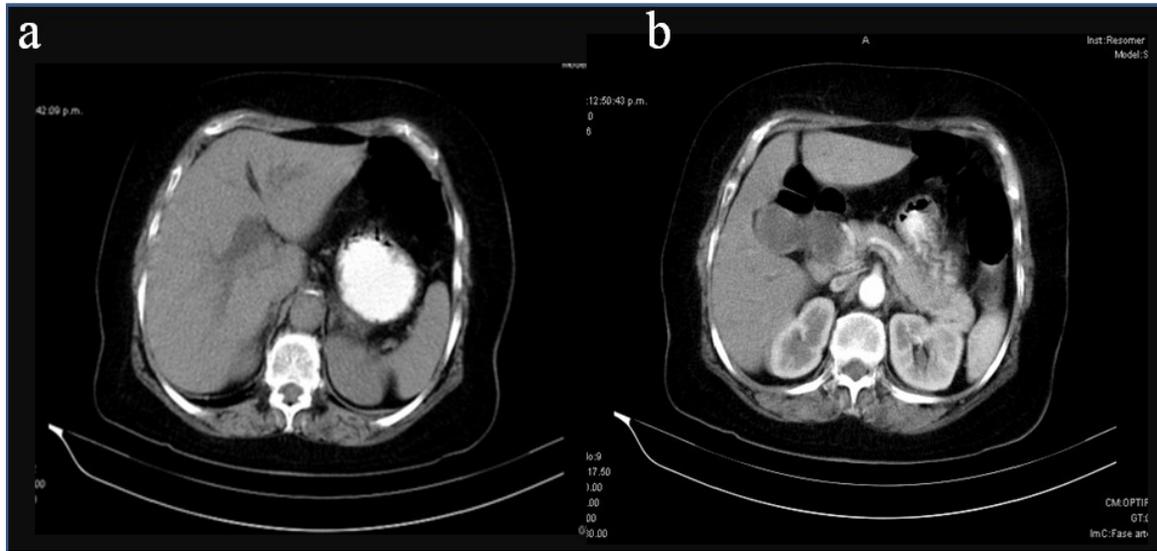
Tomografía Axial Computarizada (TAC). 2a: Se aprecia dilatación de la vía biliar. 2b: Se evidencia gran tumoración de 10x8cms de diámetro a nivel de cabeza pancreática retroperitoneo normal.
